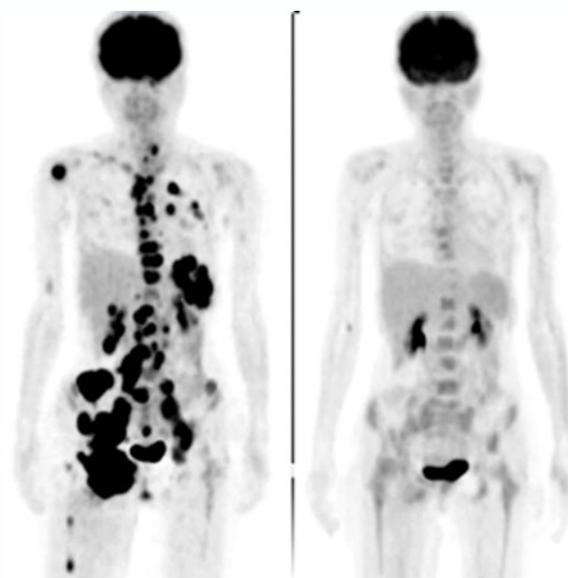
悪性リンパ腫の患者さんの治療前、後のFDG-PET画像 治療前(左)、治療後(右)
